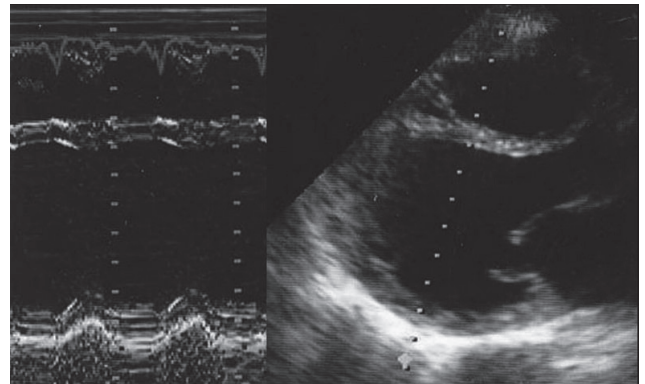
M-mode and two-dimensional echocardiogram showing diffuse hypokinesis.
